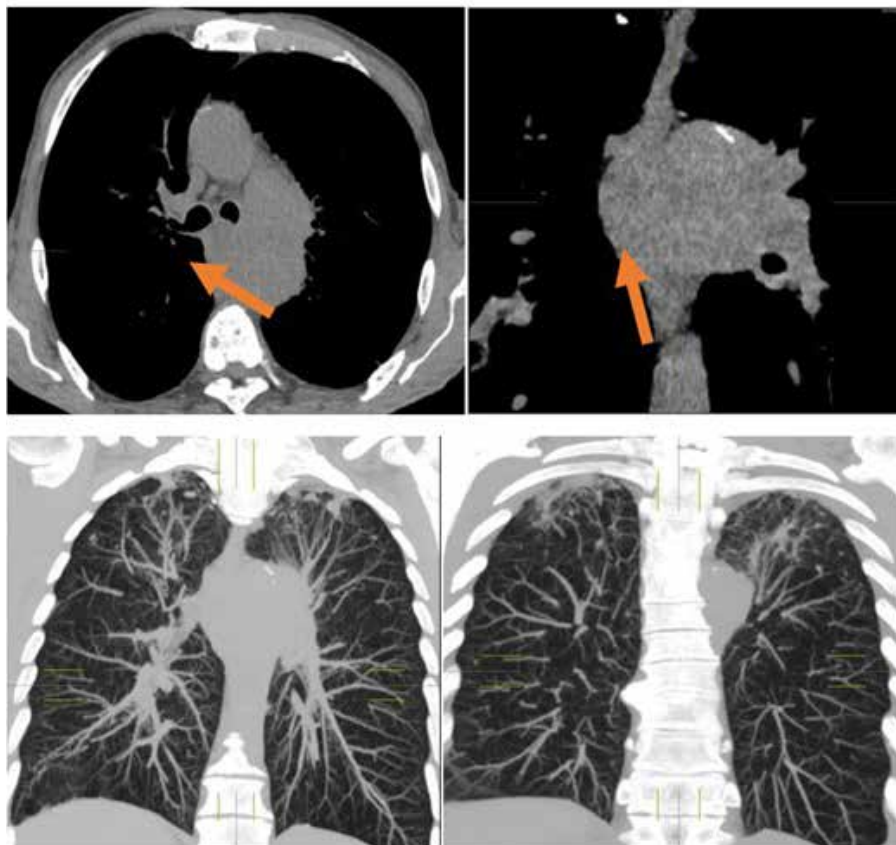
КТ ОГК от 01.11.2022.
